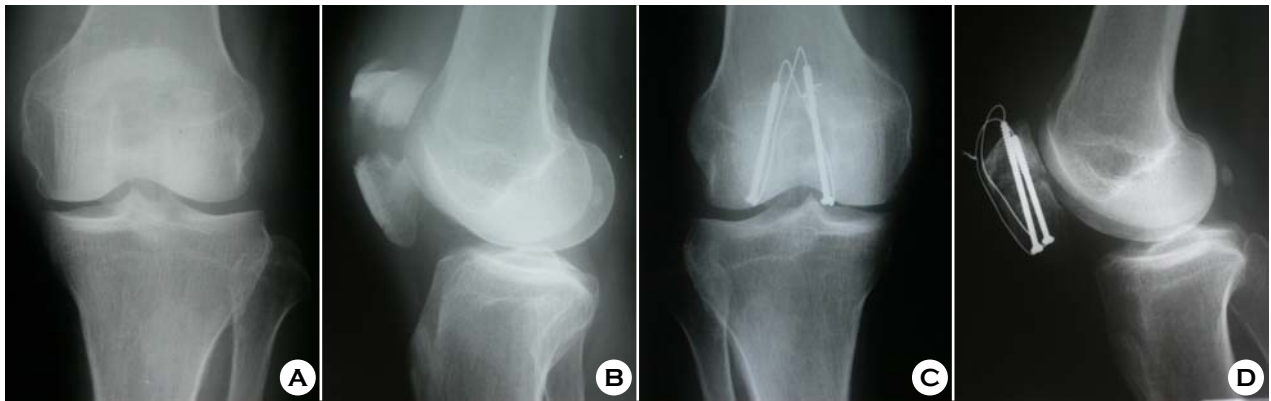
(A) Preoperative anteroposterior radiograph shows displaced transverse fracture. (B) Preoperative lateral radiograph shows two fracture fragments. (C) Anteroposterior radiograph 3 months postoperatively shows cannulated screws and tension-band wires were used to stabilize the fracture. (D) Lateral radiograph 3 months postoperatively shows complete union and good radiographic reduction.
